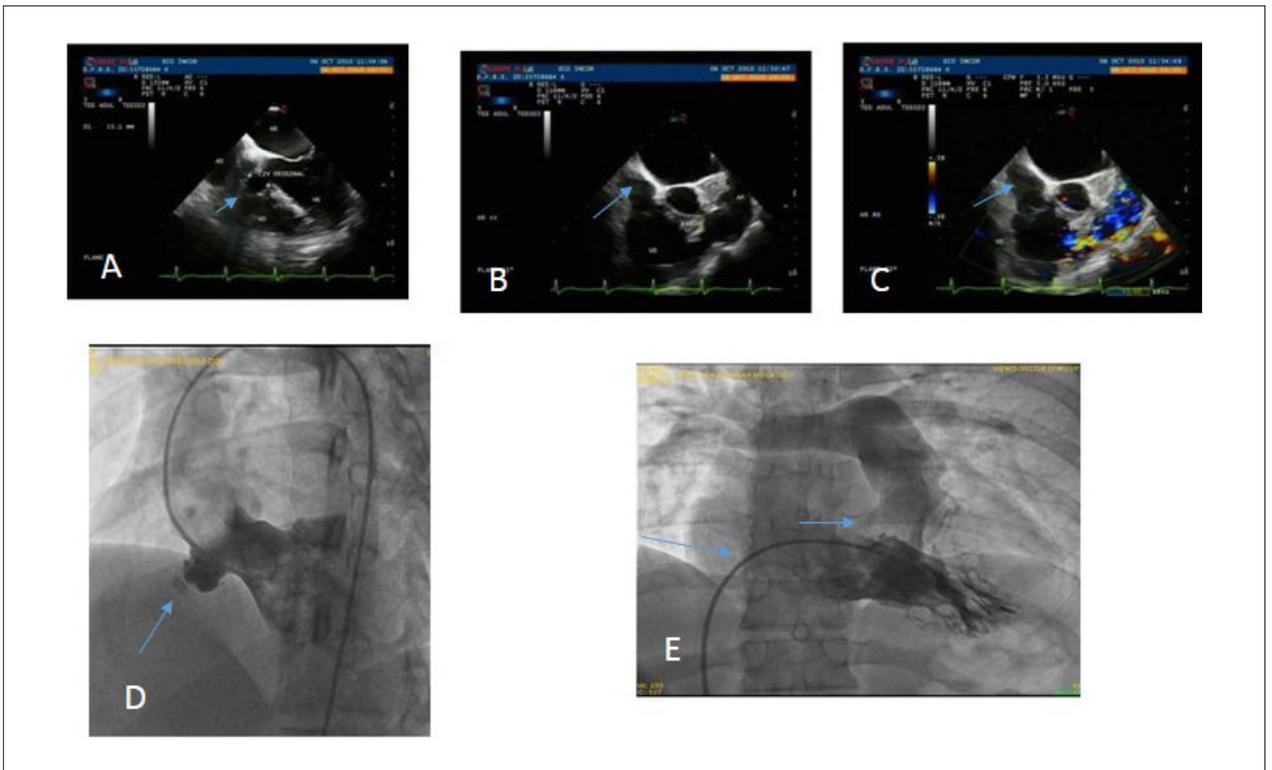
(A) Ecocardiograma em corte apical de 4 câmaras mostra comunicação interventricular com aneurisma septal (seta); (B e C) em corte transversal eixo curto, observa-se a estenose de via de entrada de ventrículo direito (setas, em cores). (D) Angiografia salienta o aneurisma septal (seta) e (E) a estenose de via de entrada de ventrículo direito (seta) com acentuada hipertrofia.
